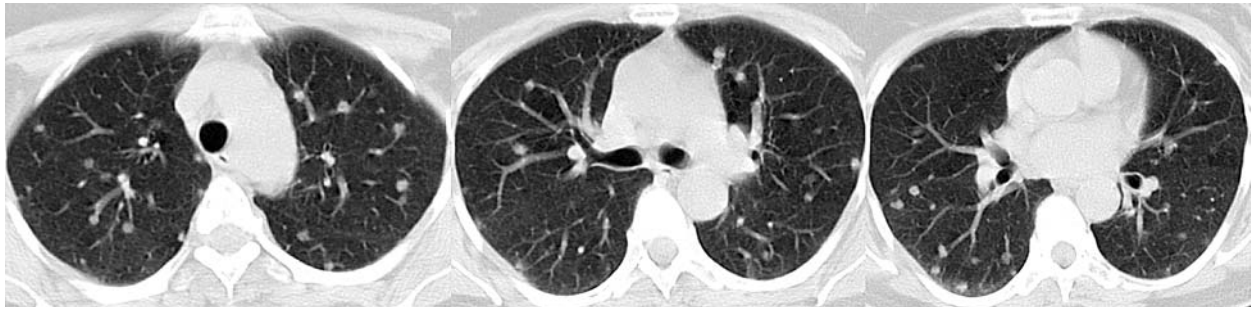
Комп'ютерна томограма ОГК хворої Д.
